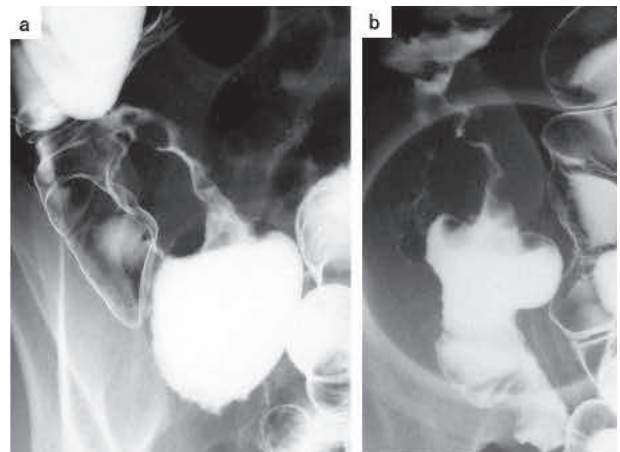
小腸X線造影検査所見 (診断より11年7ヶ月後)
